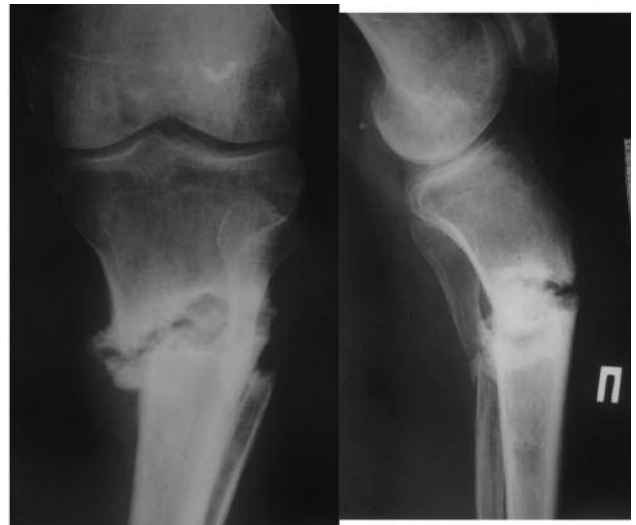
Рентгенограми пац. 54 років із формуванням несправжнього суглоба проксимальної третини діафіза великогомілкової кістки (стан через 1,5 року після травми)
